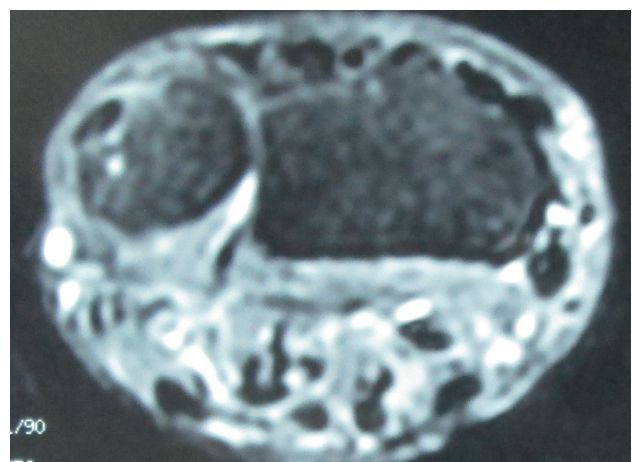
Wrist MRI showing a signal anomaly of the articular distal radio-ulnar disc
